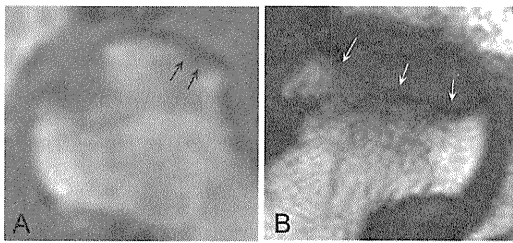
(MRI T1強調像):SIF例では、軟骨下骨領域に途絶した低信号バンドを認める(A、矢印)。ION例では、末梢凸で骨頭全周に至る低信号バンドを認める(B、矢印)。
